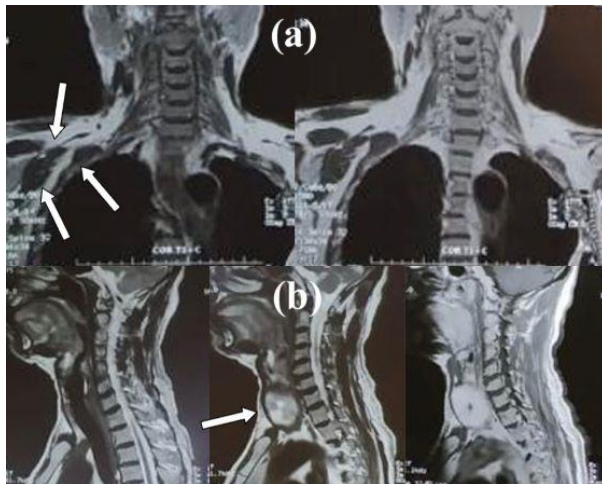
MRI investigations: (a) white arrows compression of lymph nodes to BP; (b) thyroid gland enlargement
